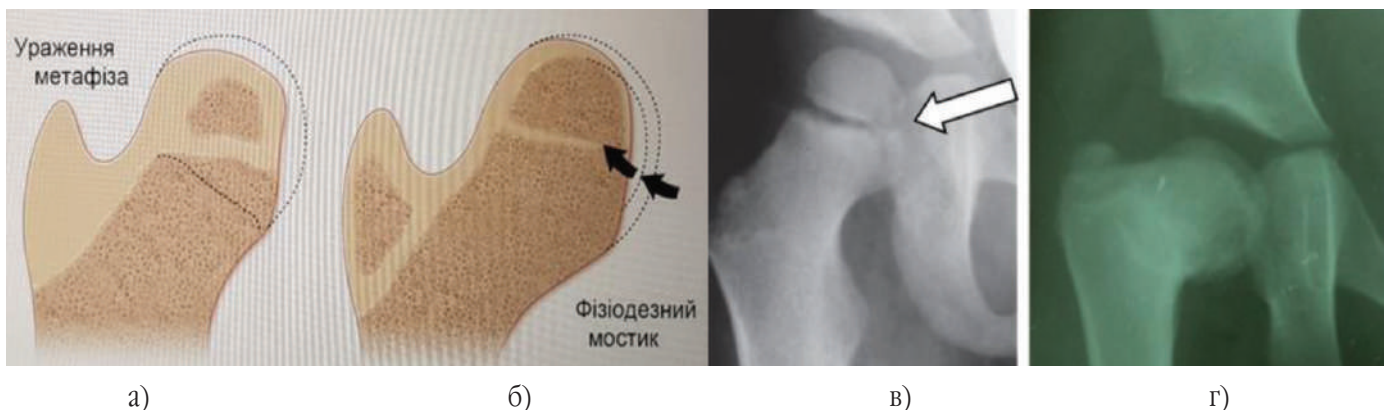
Розвиток ПВС при 1 типі АНГСК за Bucholz-Ogden: а, в) початкові рентгенометричні прояви з порушенням цілісності окостеніння головки стегнової кістки (показано стрілкою) у дитини 11 міс. після лікування вродженої дисплазії правого кульшового суглоба в шині типу Гнівковського; б, г) повне відновлення контуру головки стегнової кістки у цієї ж дитини у віці 5 років. Пунктиром показань розвиток ПВС у нормі
